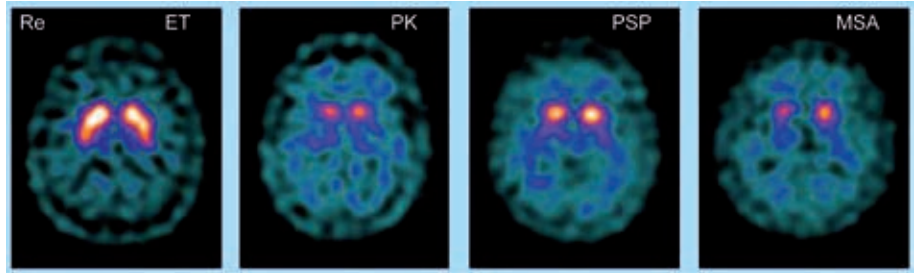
Transversale [¹²³I]FP-CIT-SPECT in Höhe der Corpora striata, links eines Patienten mit essentiellm Tremor (ET), rechts bei Patienten mit einem neurodegenerativ bedingtem Parkinson-Syndrom (PK: Parkinson-Krankheit, PSP: progressive supranukleäre Blicklähmung, MSA: Multisystematrophie). Letztere weisen eine Reduktion der Dopamin-Transporter (DAT)-Verfügbarkeit auf, besonders in den Putamina, im Gegensatz zu den Patienten mit ET, so daß diese sich sicher von den neurodegenerativen Erkrankungen abgrenzen lassen. Hingegen ist eine Unterscheidung zwischen den einzelnen neurodegenerativen Erkrankungen allein mittels DAT-SPECT nicht möglich.
